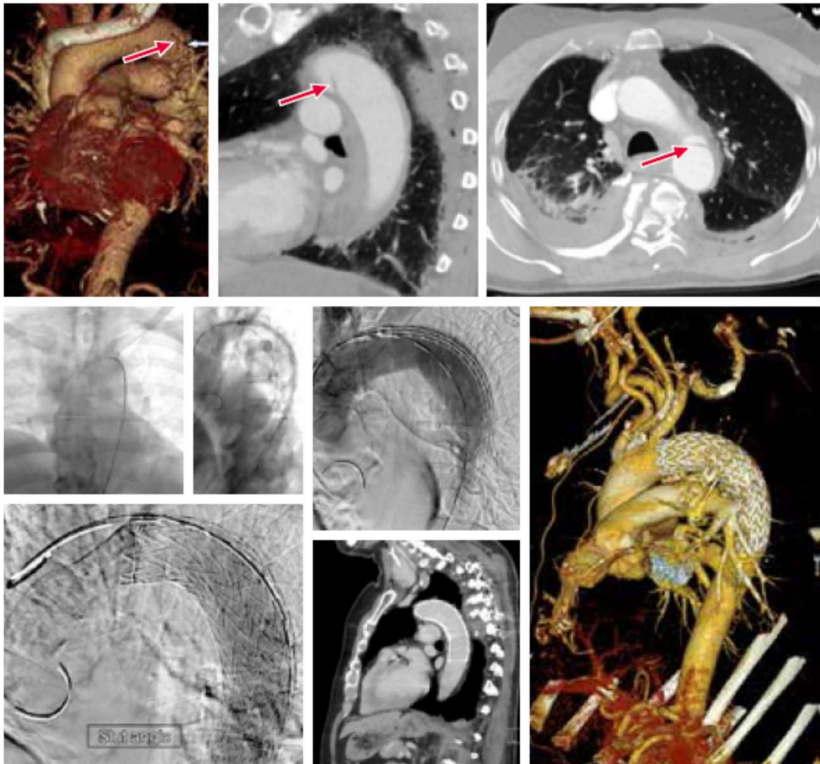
5-15：采用紧急 TEVAR 治疗创伤性胸主动脉切开患者。导丝和覆膜支架到位并展开以及控制 CTA。注意覆膜支架在展开时遵循主动脉的大曲度且很好地覆盖了损伤部位。
